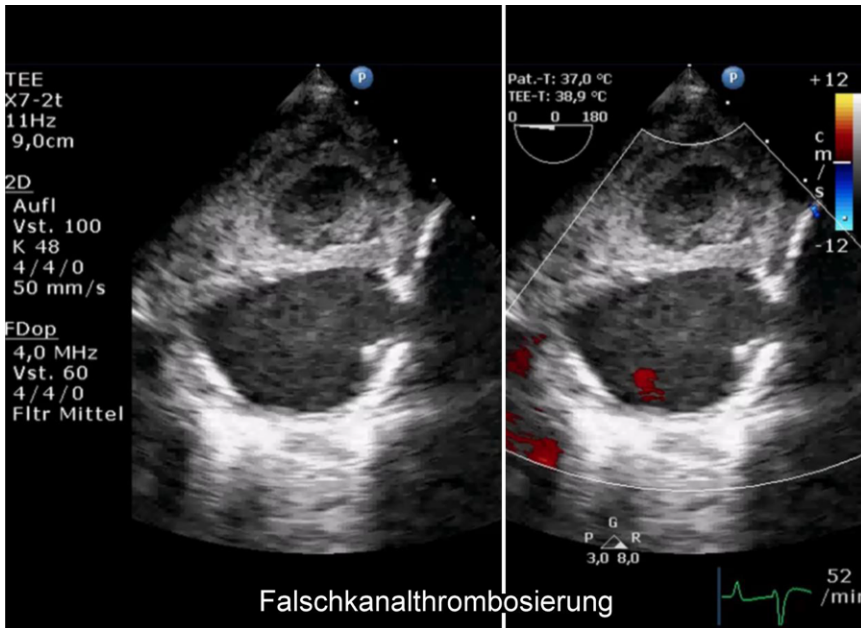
▲ Nachweis der Falschkanalthrombosierung nach endovaskulärem Entryverschluss in der transösophagealen Echokardiographie
